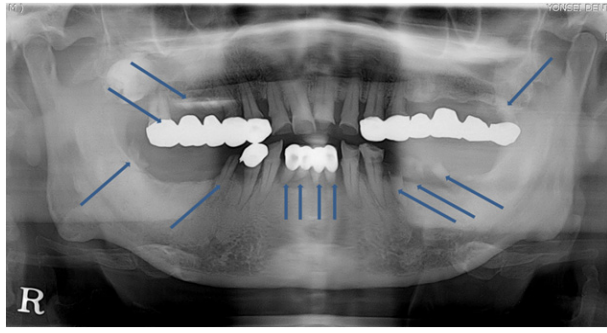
Pre-op panoramic radiograph, teeth to be extracted are marked by arrows.
